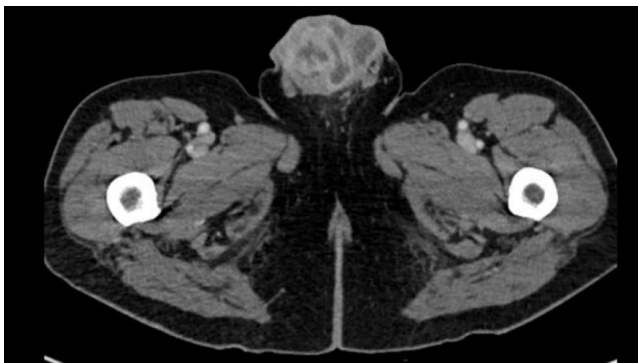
TC de pelvis con contraste: masa lobulada con bordes mal delimitados, de tamaño aproximado de 4.3 x 5.8 cm, dependiente del pene
